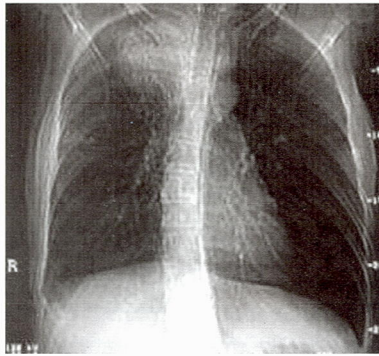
Компьютерная томография органов грудной полости. Больная Е., 33 года. Компрессия трахеи и пищевода медиастинальным метастазом опухоли яичника. В трахее – саморасправляющийся нитиноловый эндопротез «POLYPHLEX»
